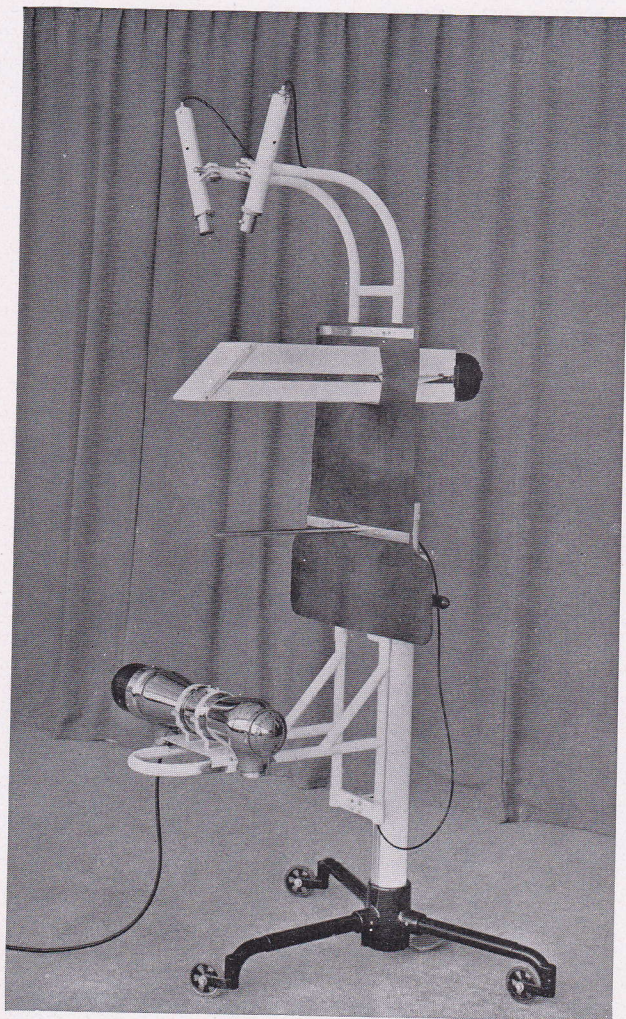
Foto van de kogelzoeker. Men ziet boven de twee projectiestellen, daaronder de koker met het doorlichtingsscherm, die voor de operatie teruggeschoven kan worden. De staaf tusschen de koker en de röntgenbuis wordt alleen voor het justeren van het geheel ingezet.
